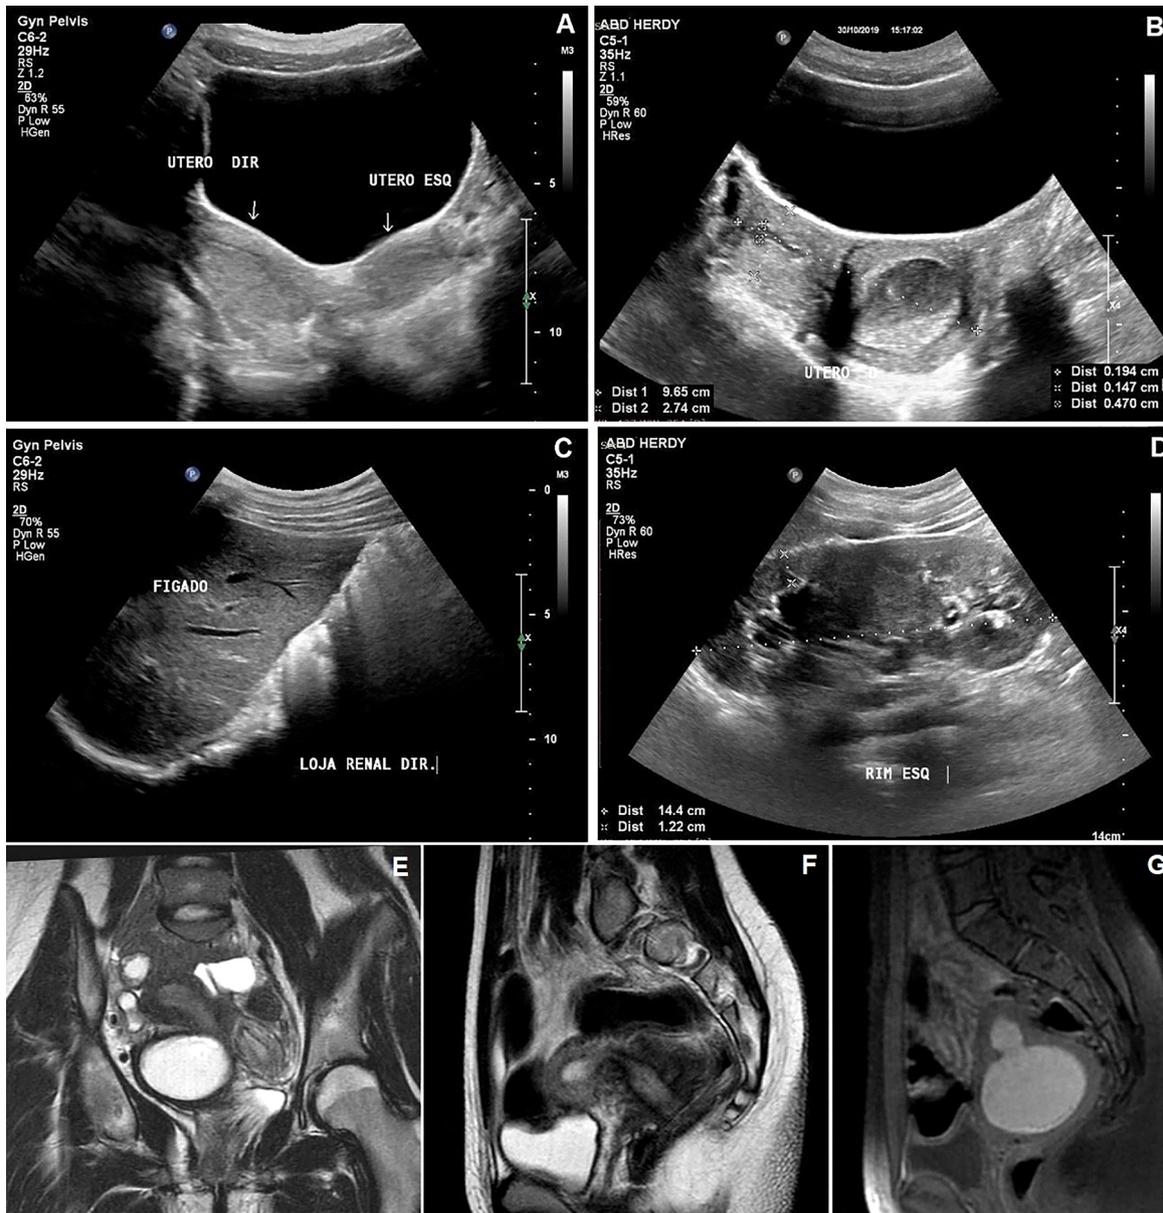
Imagens da ultrassonografia transabdominal (A-D) e de ressonância magnética da pelve (E-G) da paciente. (A) Notam-se duas cavidades uterinas, uma direita e outra esquerda. (B) Colo uterino direito e terço inferior da cavidade uterina ipsilateral distendidos por material hemático. (C-D) Nota-se ausência do rim direito na respectiva loja renal, e rim esquerdo tópico de aspecto vicariante. (E-G) Observam-se duas cavidades uterinas (E), a esquerda de aspecto habitual (F) e a direita distendida por material hemático em sua porção inferior e no colo uterino.
